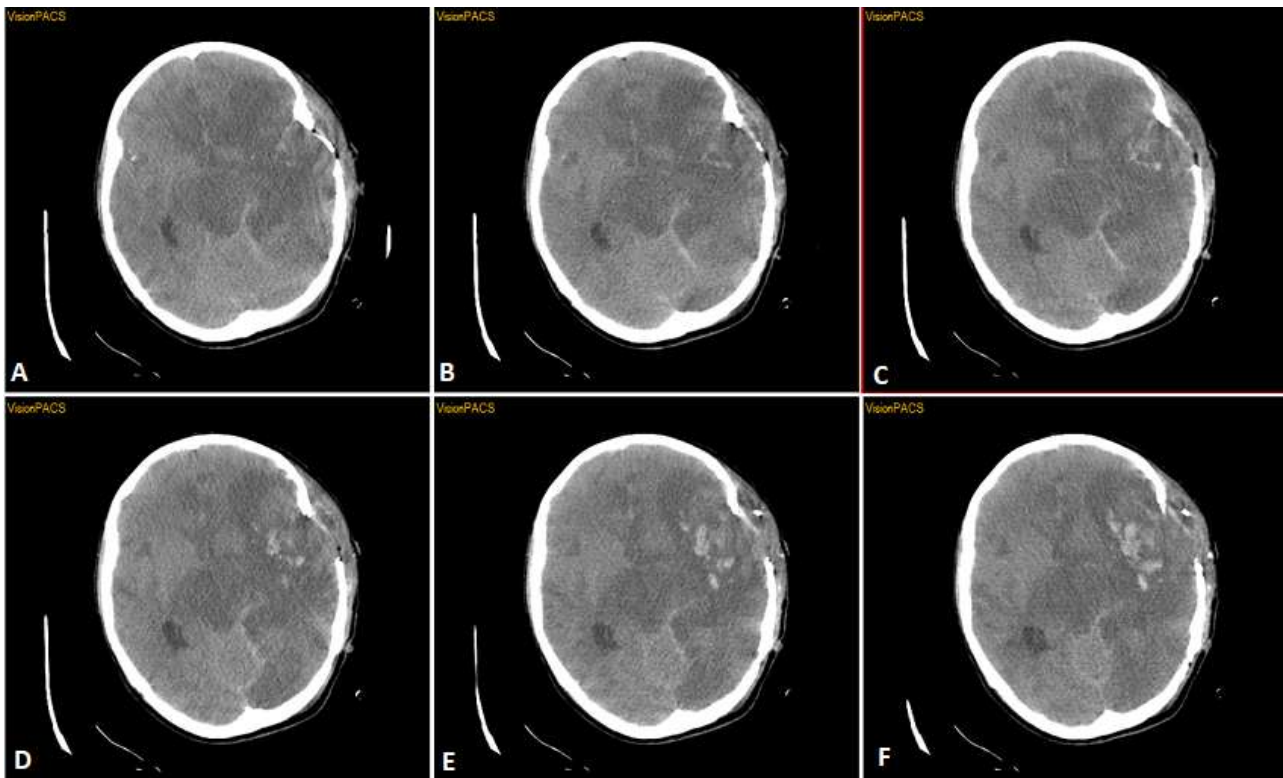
(A,B,C,D,E,F) TDM cérébrale non injectée de contrôle qui objective une HTIC manifeste malgré la craniectomie décompressive
